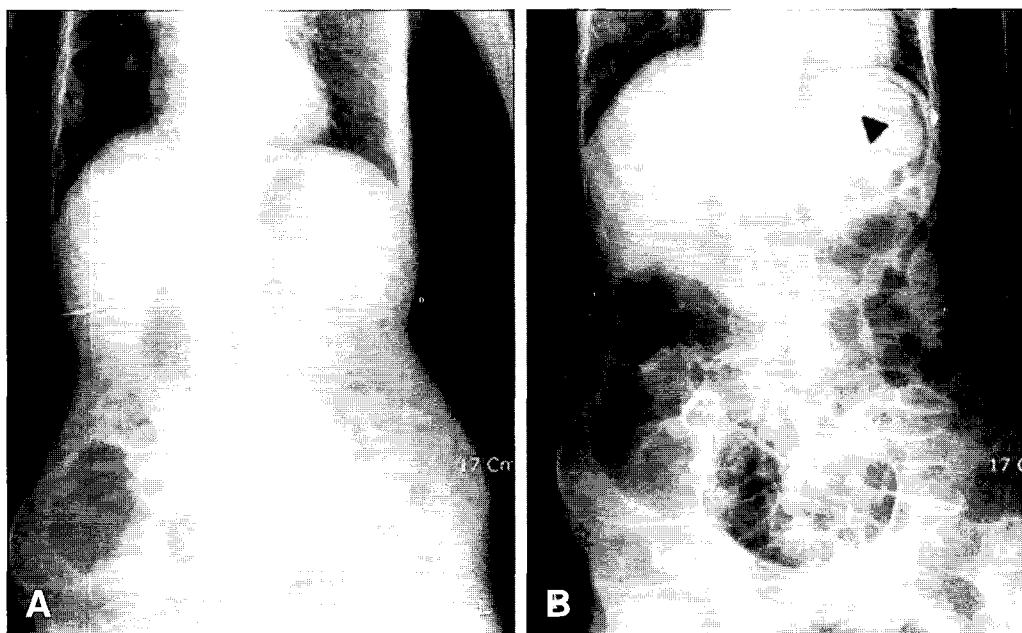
Plain abdominal view at admission shows no definite abnormal findings (A). Follow-up X-ray performed 17 hrs after admission shows diffuse gaseous distension of bowel loop & round mass-like lesion in stomach. It was finally proved by gastric wall edema enclosed by intramural gas (arrow head)(B).
